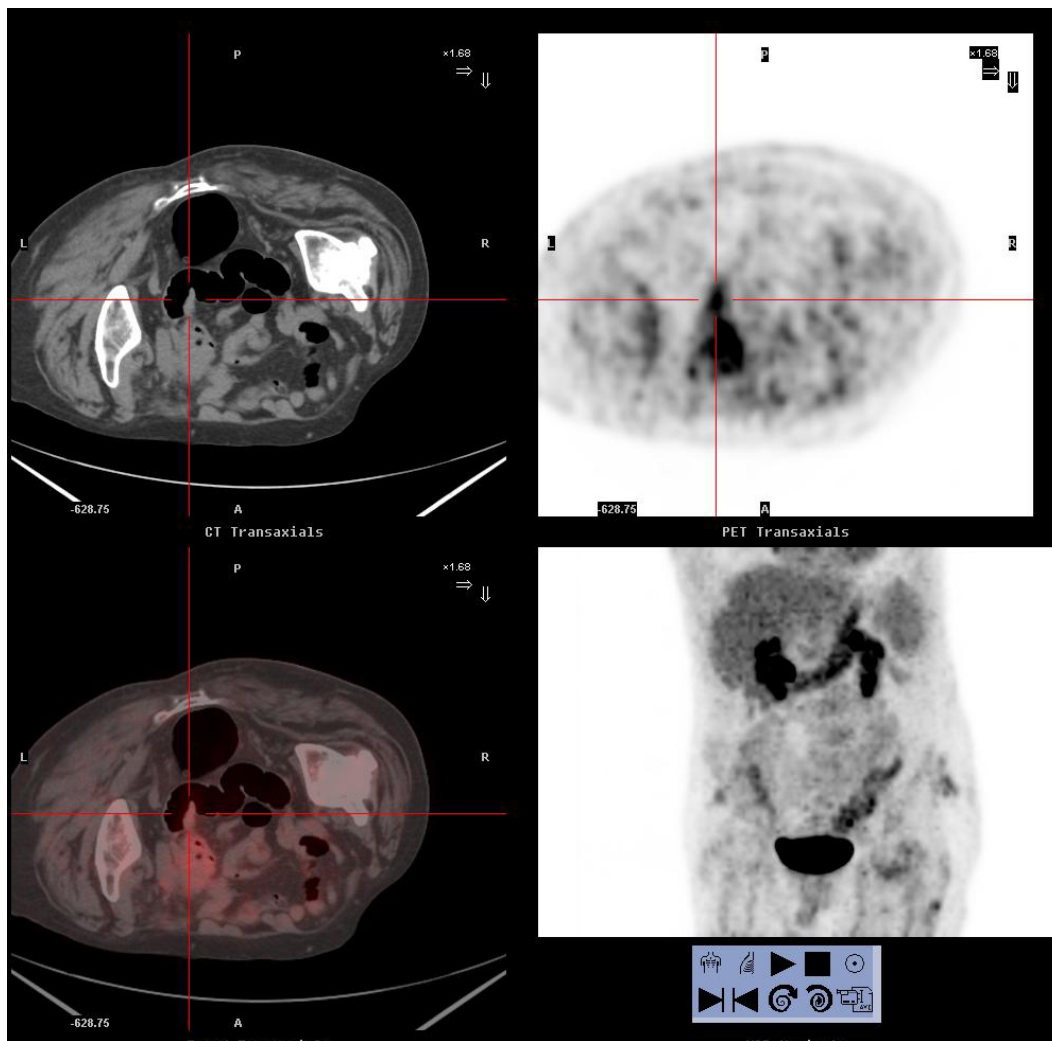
Immagini assiali TC, PET e PET/TCc con paziente in decubito prono, che mostrano un polipo del sigma di circa 20mm e con captazione focale (SUVmax 4.1). All'esame istologico si trattava di un adenoma tubulare con displasia moderata.
